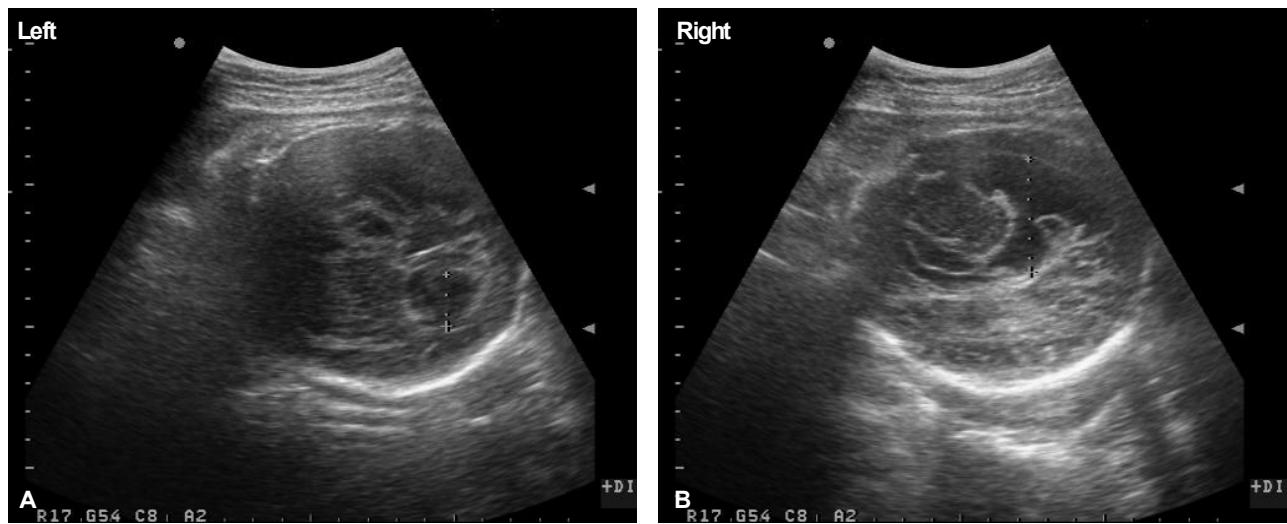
Prenatal ultrasonogram showing both ventriculomegaly.
